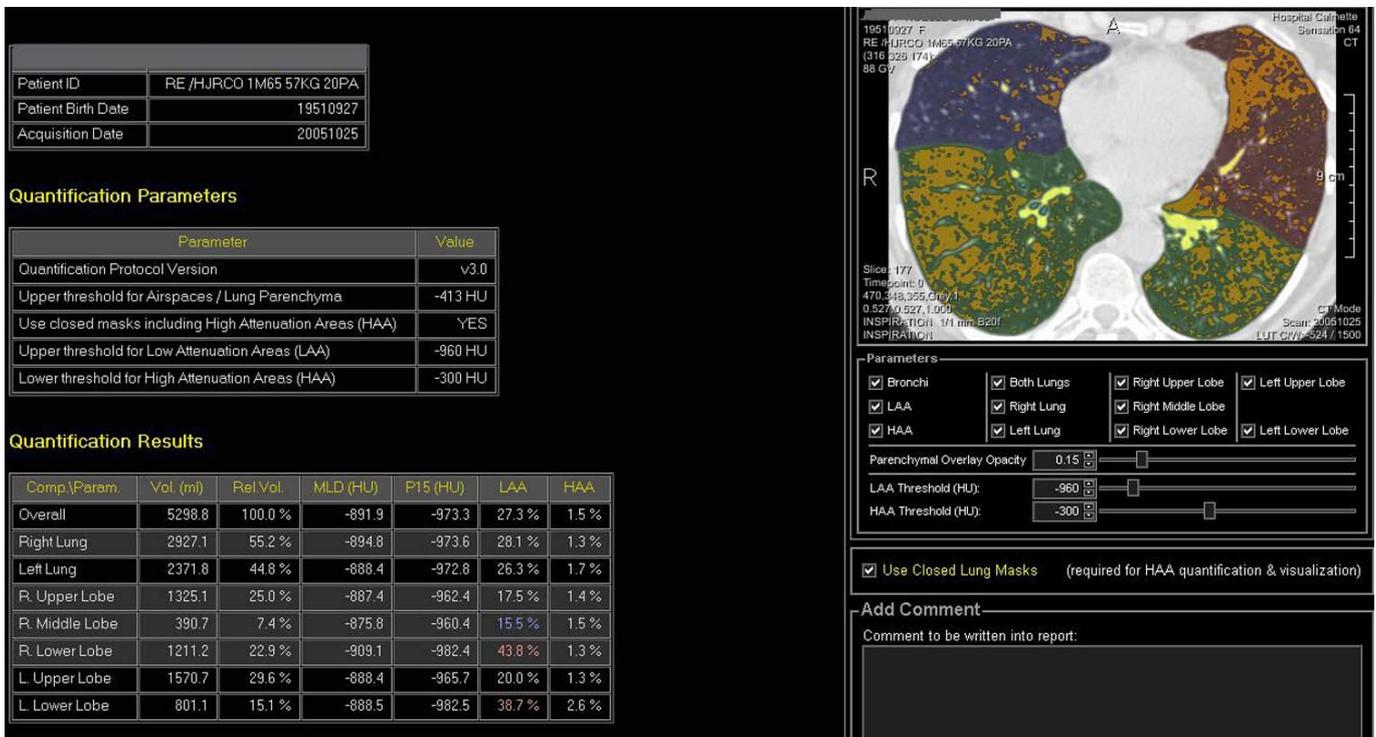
Quantification results in a 54-year-old female patient with severe emphysema (GOLD class III) The axial transverse CT image at the level of the left inferior pulmonary vein shows right middle lobe with blue colour mask, right and left lower lobes with green colour mask and left upper lobe with purple colour mask, superimposed on the axial transverse CT image. Low attenuation areas are shown in yellow. Quantification results are summarized in the table. Whole lung LAA proportion is 27.3%. Right upper lobe LAA proportion is 17.5%, whereas right lower lobe proportion is 43.8%. This indicates right lower lobe predominance of heterogeneous emphysema with more than 20% difference in LAA lobar proportions.
